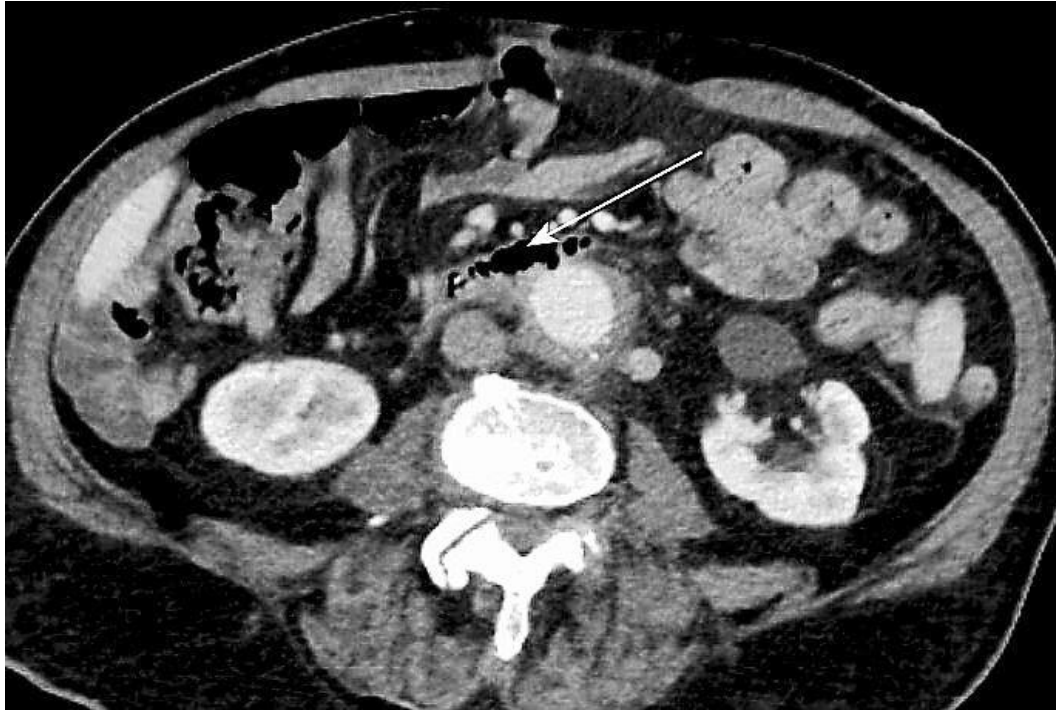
Angiographie par tomodensitométrie (angio-TDM).
